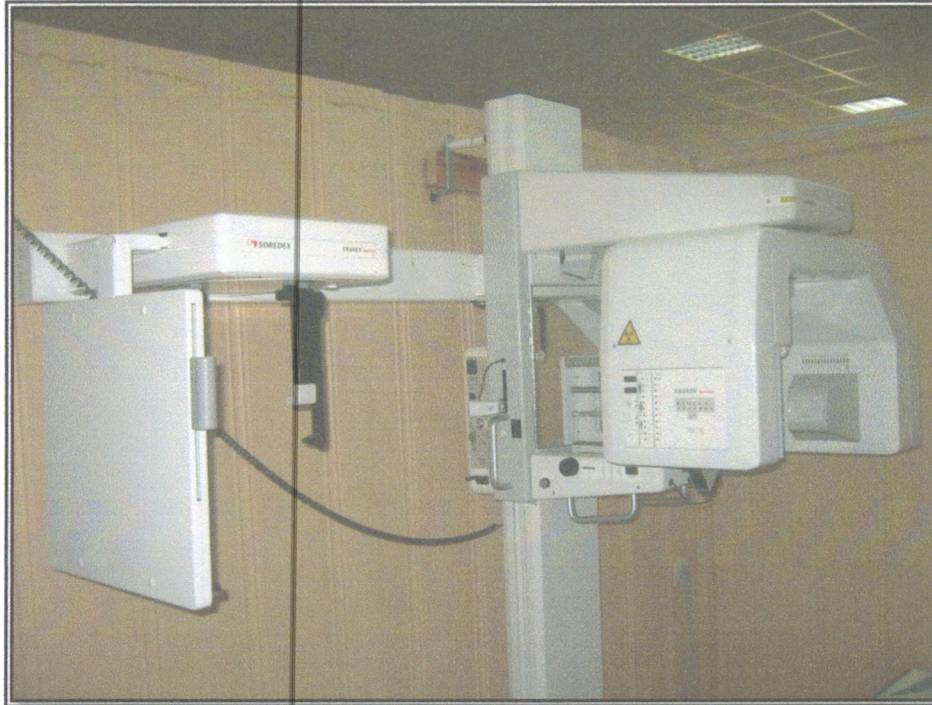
Système de radiographie panoramique et de téléradiographie argentique présent à la clinique du CHU de Tlemcen
